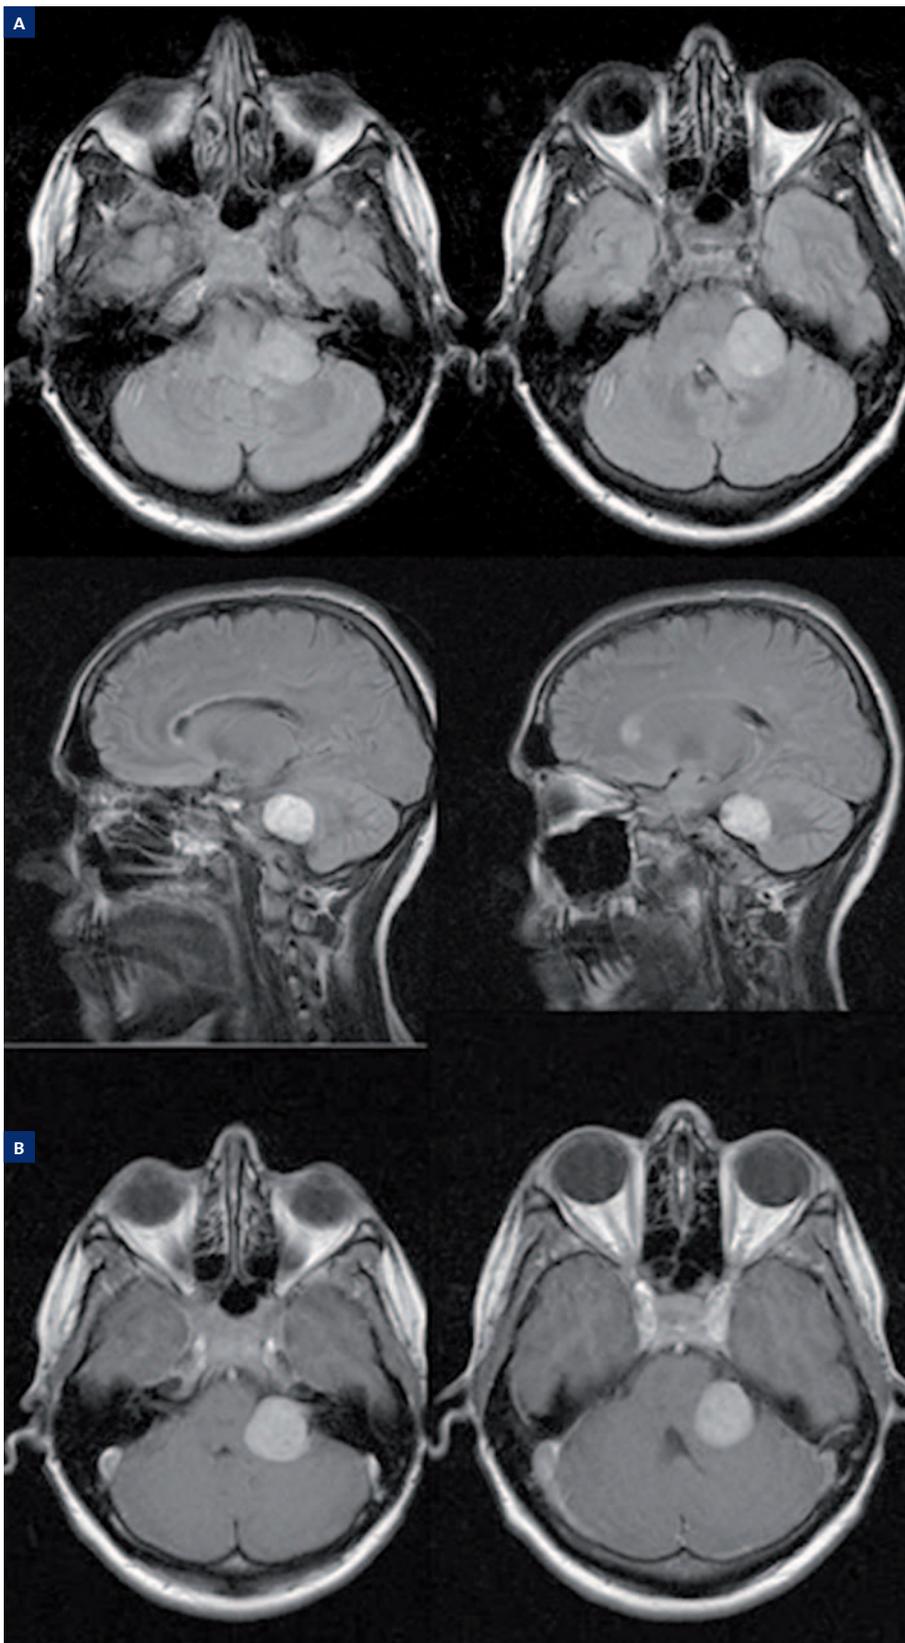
linksseitiger Tumor mit leichter Kompression des IV. Ventrikels und homogener Signalerhöhung nach Gadolinium-Gabe vereinbar mit einem Vestibularisschwannom. Oben und Mitte a: FLAIR-Sequenzen; unten b: T1-Sequenzen nach KM
